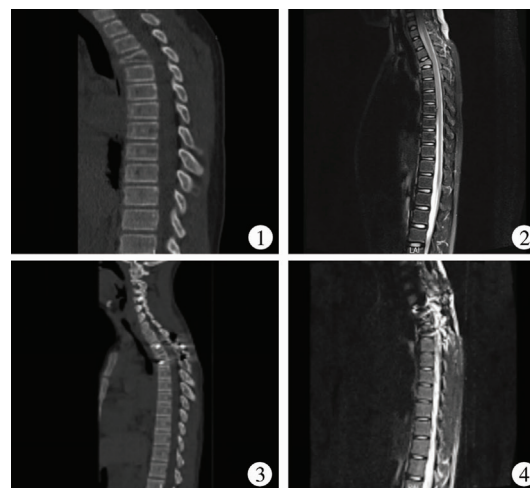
CT 提示 T3 椎体楔形椎 图 2 MR 提示椎体突入椎管压迫脊膜囊 图 3 CT 提示内固定到位,椎体高度恢复不明显 图 4 MR 硬膜囊前缘无明显受压,T3 椎体信号异常较前恢复
